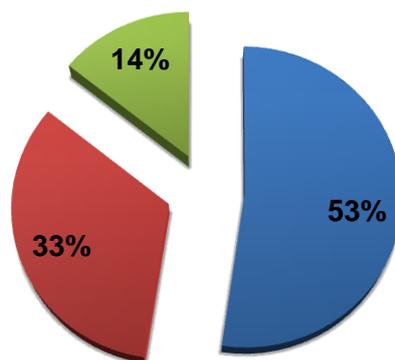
Porcentajes de las causas de las discrepancias percibidas por los usuarios ubicadas según normas y funcionamiento, relaciones con el grupo y el ambiente y contexto de la CT.
